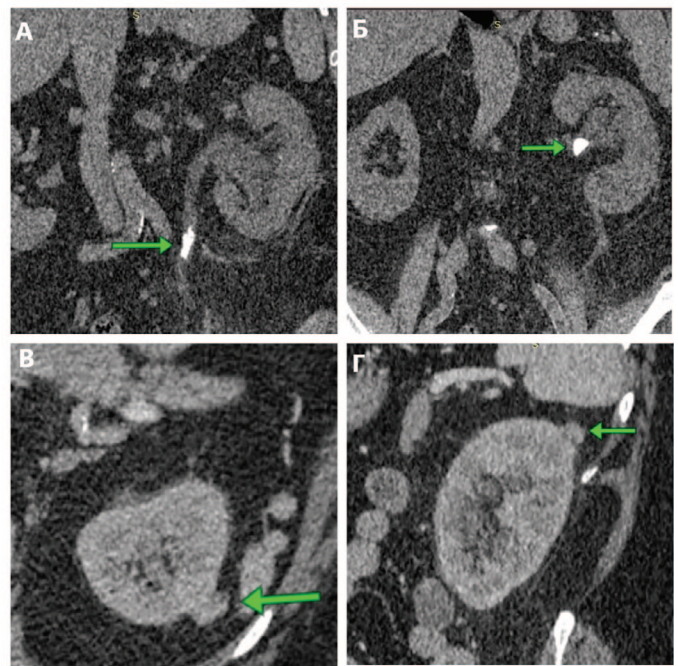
Пациентка К., 65 лет. МСКТ мочевого выделительной системы с внутривенным контрастированием. Камень верхней трети левого мочеточника (А), камень левой почки (Б), образование левой почки (Б, Г), указаны стрелками
